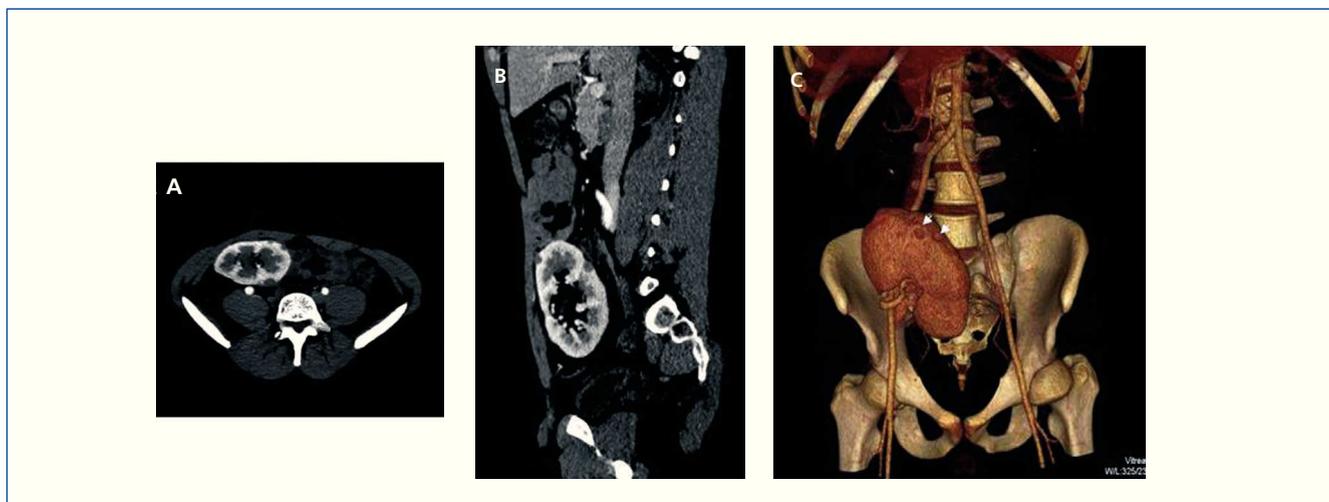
Imágenes obtenidas a partir de una tomografía computarizada helicoidal de 64 detectores.
